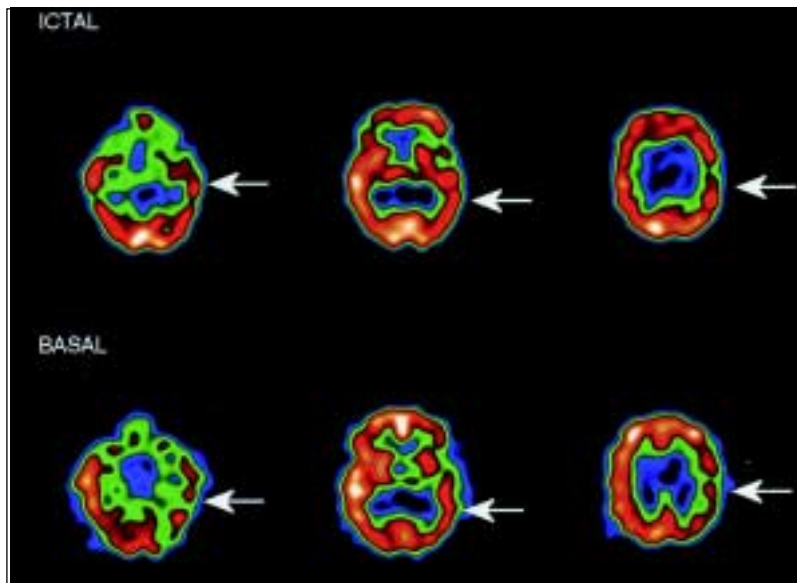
Estudio de perfusión cerebral con SPECT basal e ictal. Las imágenes corresponden a cortes en el eje transaxial a la altura de los lóbulos temporales, núcleos de la base y región frontoparietal. En el estudio basal se observa hipoperfusión de leve intensidad en una extensa área cortical del hemisferio izquierdo que compromete la región temporoparietal. Durante el estudio ictal la perfusión de esta región se "normaliza".
